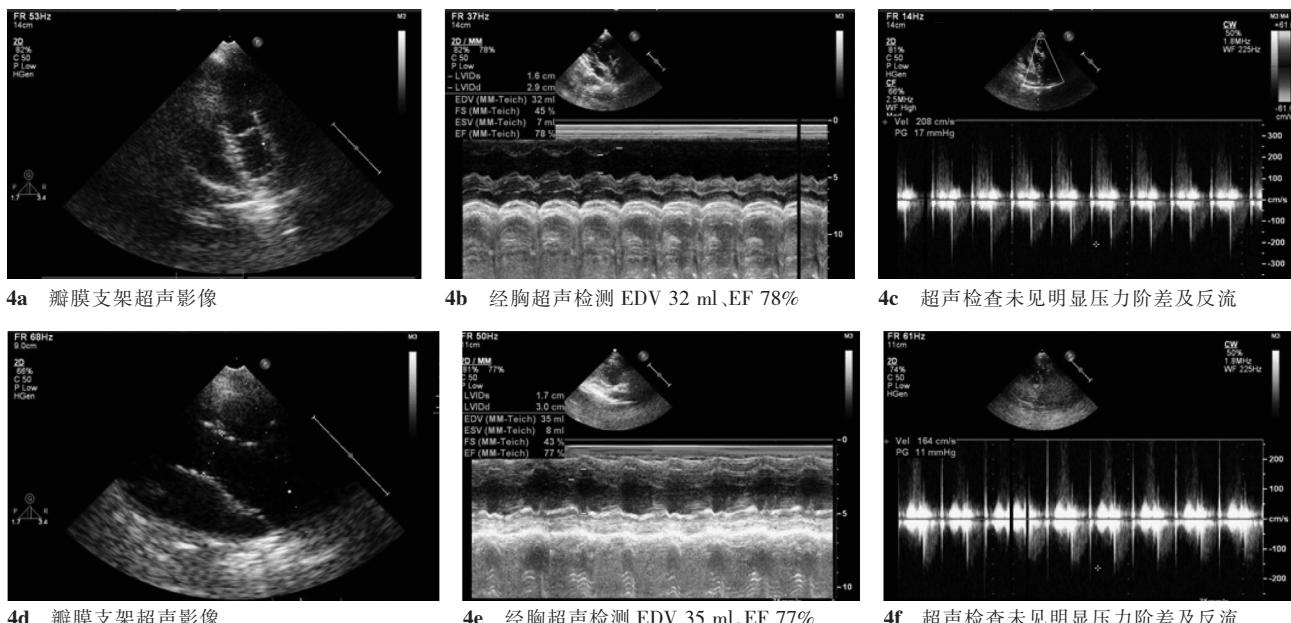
TAVI 术后 1 周(4a~4c)和术后 3 个月(4d~4f)的经胸超声检查对比
